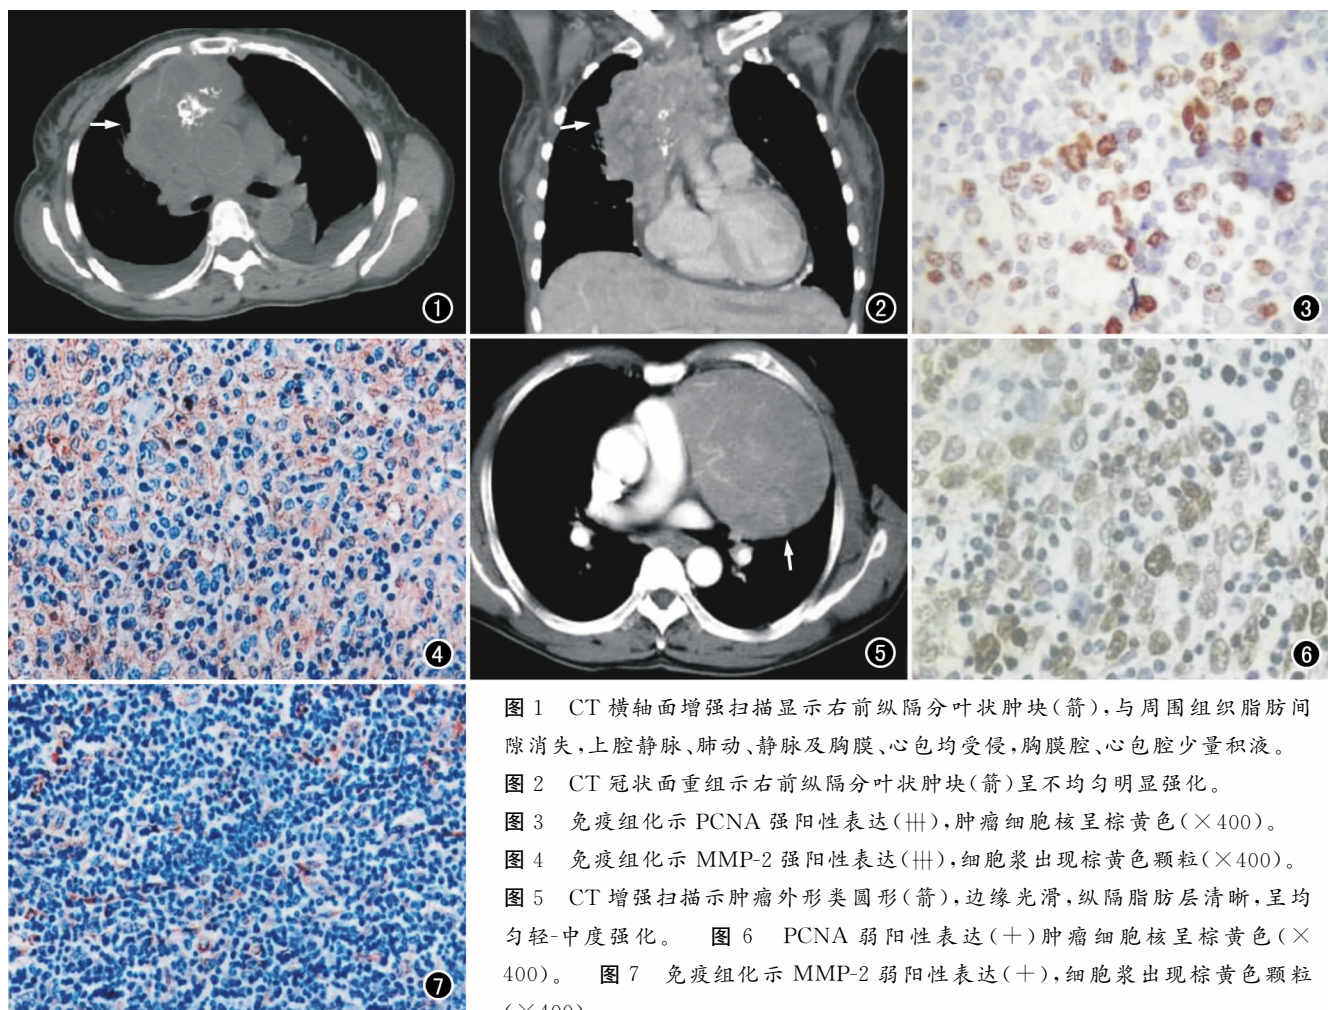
CT 横轴面增强扫描显示右前纵隔分叶状肿块(箭),与周围组织脂肪间隙消失,上腔静脉、肺动、静脉及胸膜、心包均受侵,胸膜腔、心包腔少量积液。
